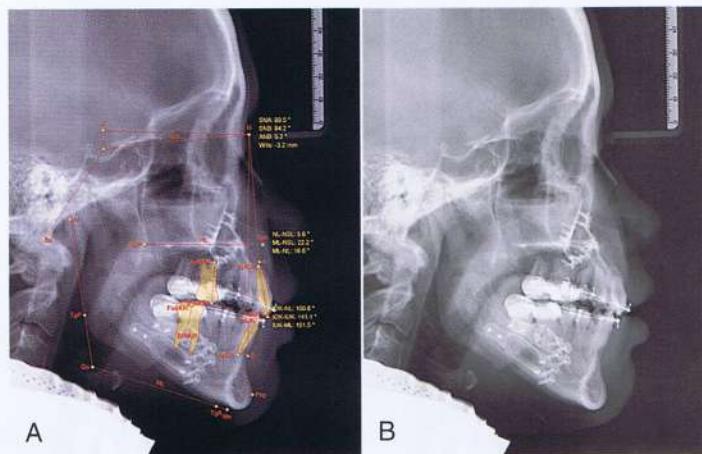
A y B, radiografías obtenidas después de la osteotomía bimaxilar.
